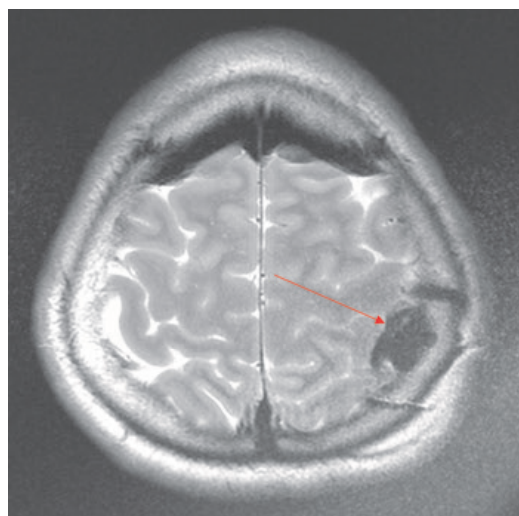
Интраоперационное МРТ, Т2-ВИ. Аксиальная проекция. Остаточной опухолевой ткани нет. В левой постцентральной извилине видна пострезекционная полость (указана стрелкой), заполненная ликвором
